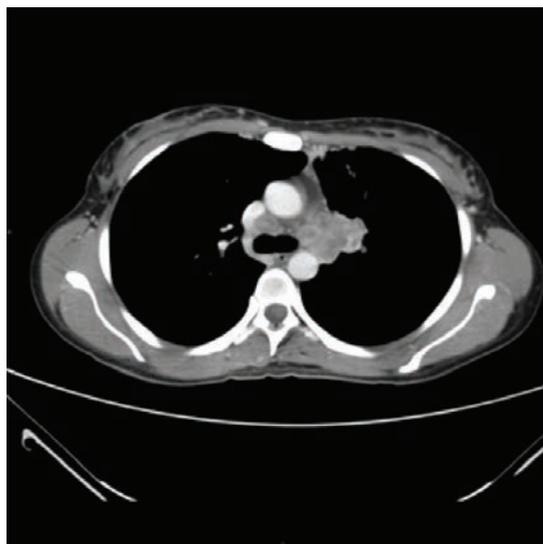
TAC torácico. Masa pulmonar en región parahiliar izquierda.
